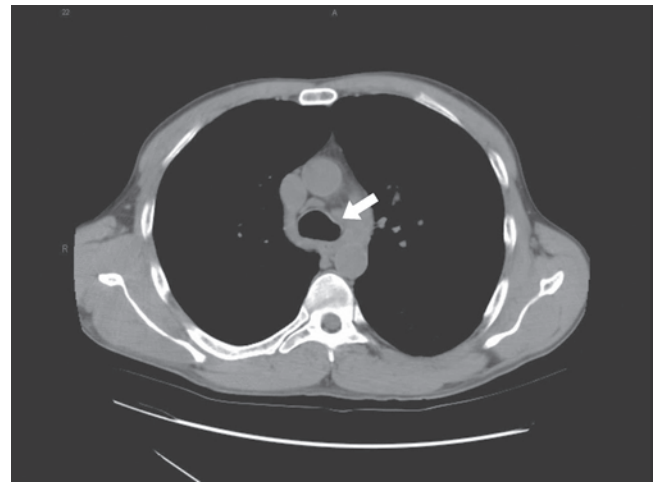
Tomografía computarizada de un paciente que acudió con disnea por compresión del nervio laríngeo recurrente, causada por metástasis a los ganglios linfáticos mediastínicos del área de la ventana aortopulmonar (flecha) por un cáncer pulmonar primario.
